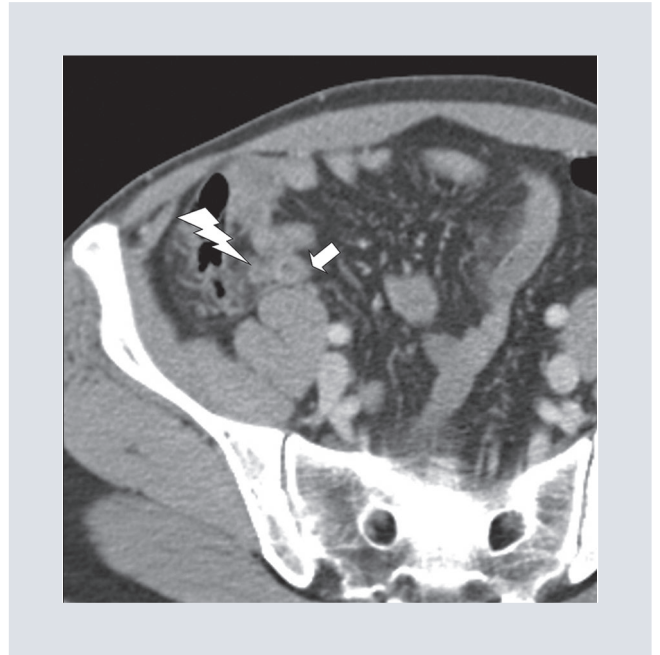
Estudio de tomografía computarizada multidetector, posterior al contraste intravenoso, fase venosa. Imagen axial en la que se identifica al apéndice con cambios en su pared (flecha) e imagen adyacente a la pared apendicular (rayo) que condicionan la sospecha de formaciones diverticulares apendiculares.
